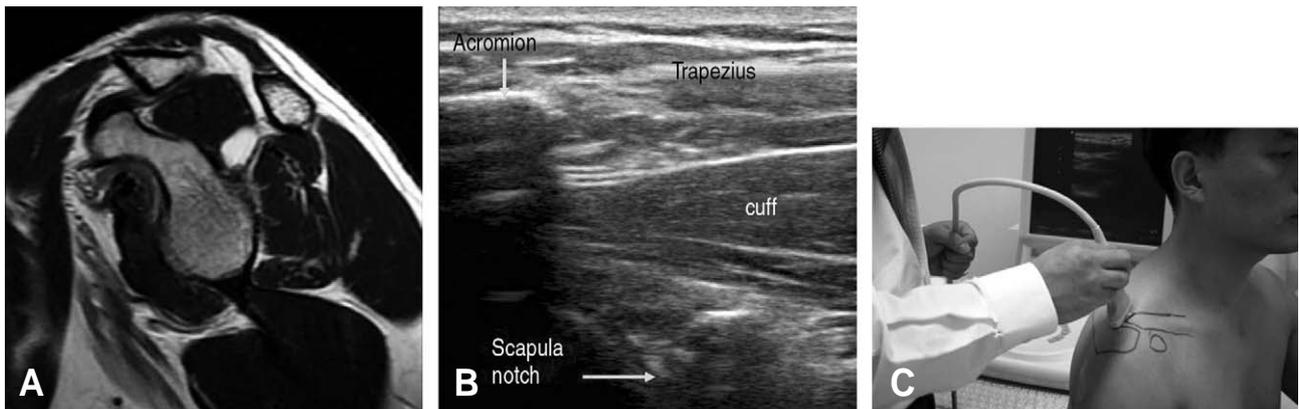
Superior transverse section of A) MRI, B) Ultrasonographic examination and C) Clinical photo.
